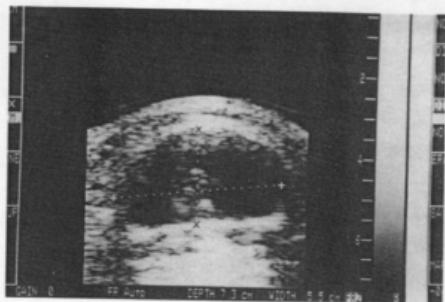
Ultrasonography at the submental portion showing huge cystic mass with hyperechoic portion in the lower portion of mass.
